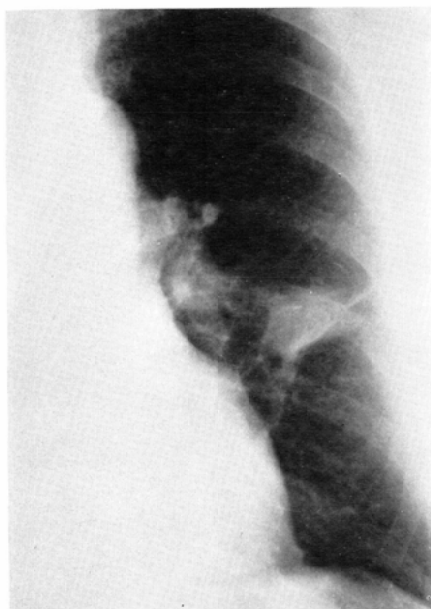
Chest X-ray film shows ill defined shadow on the left middle lung field.
